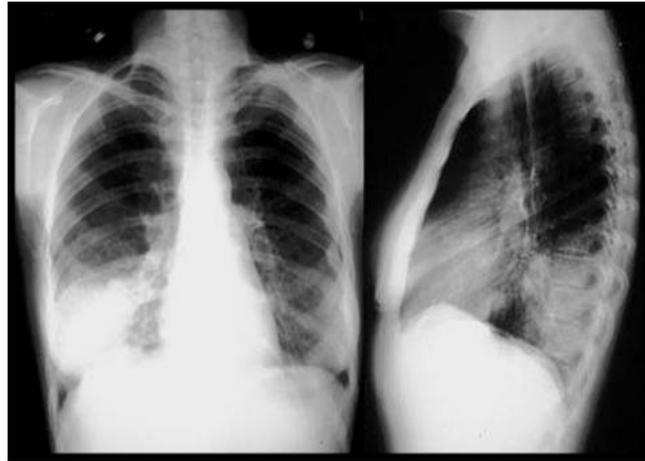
Рентгенограмма при пневмонии нижней доли в двух проекциях
